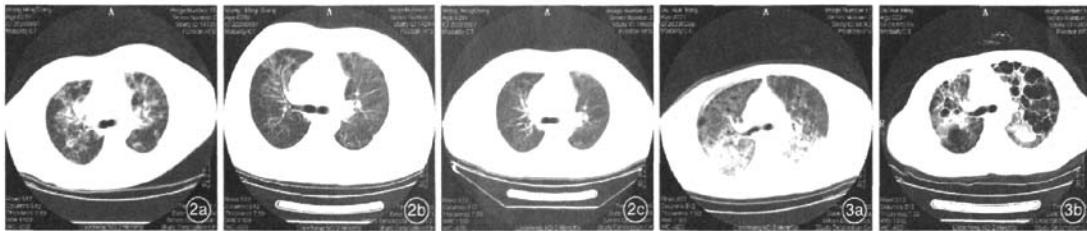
1例28岁男性甲型H1N1流感患者胸部CT 发病25d(机械通气17d,脱机后3d)可见弥漫性肺泡浸润渗出(a);病程50d(脱机29d)可见病变吸收好转(b);发病78d(出院42d)可见肺部病变完全吸收,未出现纤维化征象(c)
